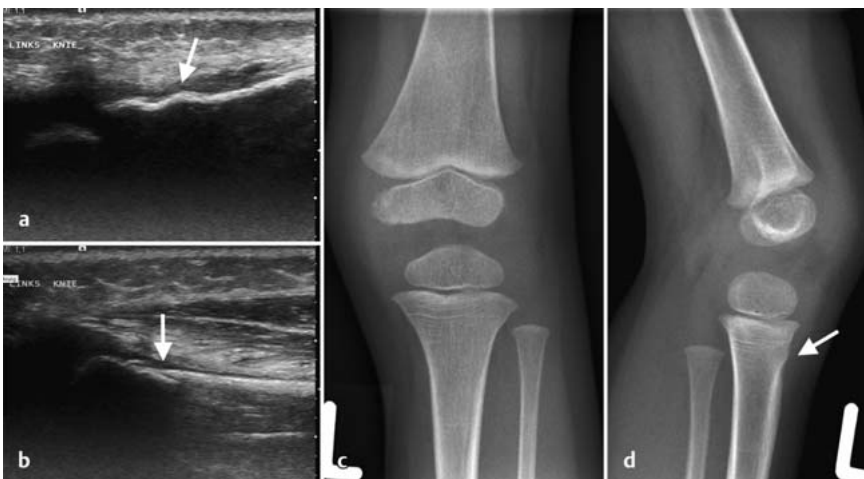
a bis d Wulstfraktur der proximalen Tibia (↑) bei einem 2-jährigen Mädchen nach Trampolinspringen im Ultraschall (a, b) und im Röntgen (c, d).
